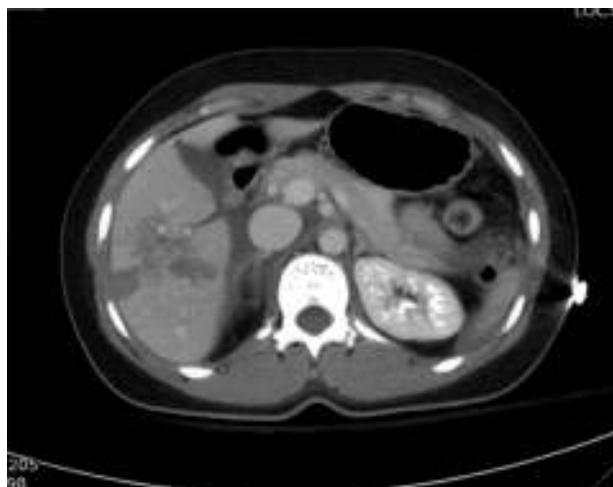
Ejemplo de tomografía computada con contraste intravenoso en un paciente con trauma contuso abdominal a su ingreso en Urgencias y en la cual se puede apreciar una lesión hepática grado III de la AAST-OIS.
